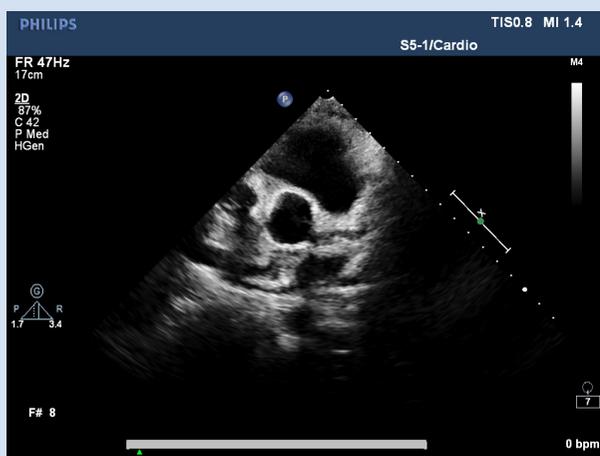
Результат эхокардиографического исследования
